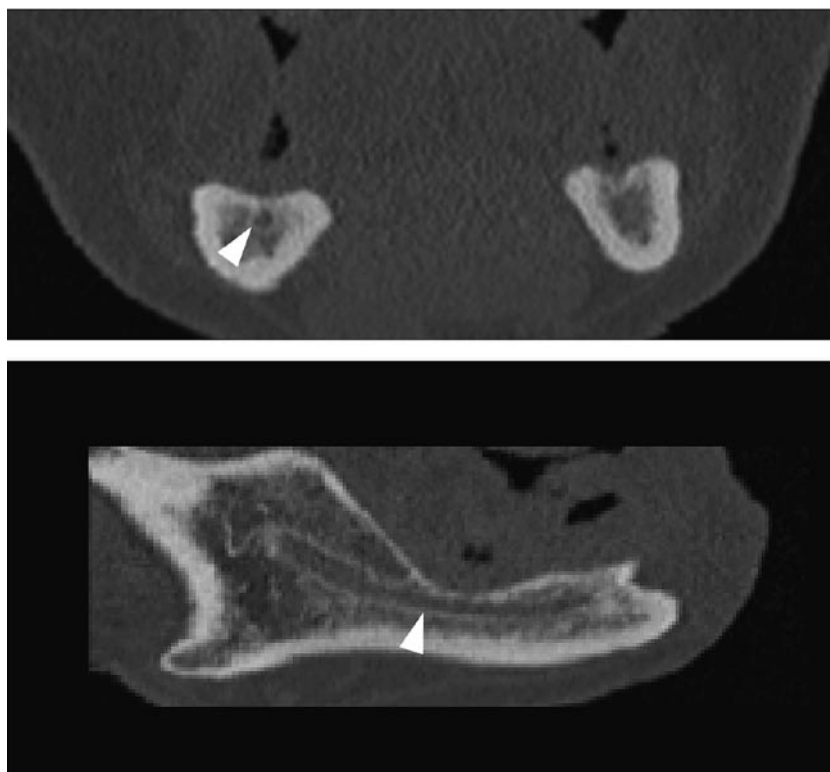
MPR-CT 像 (スライス厚 1 mm・再構成間隔 0.5mm, 上段: 冠状断再構成画像・下段: 下顎管に沿った再構成画像); 頬舌皮質骨の破壊は認められず, 骨吸収は下顎管 (矢頭) 直上に及んでいるが, 下顎管への浸潤は認められない
